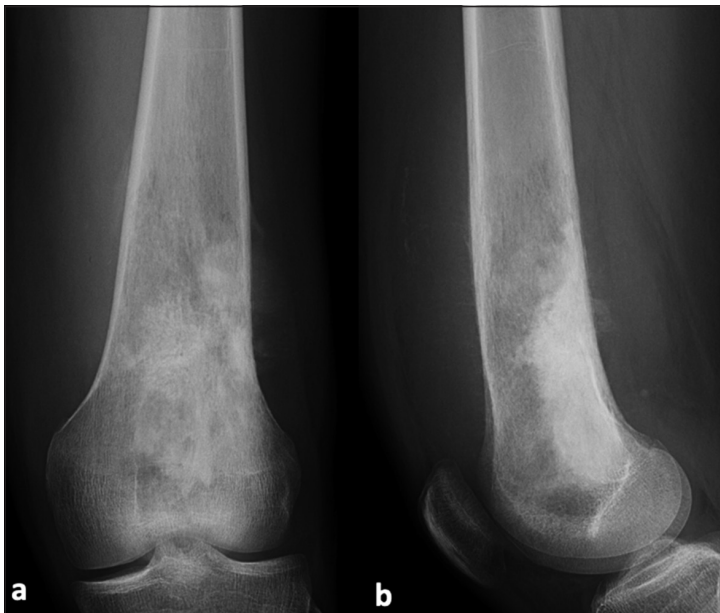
Porción de una radiografía de fémur izquierdo, en proyecciones anteroposterior (a) y lateral (b). Edad del paciente: 18 años. Localización de la lesión ósea: en el eje mayor del hueso está en la diáfisis distal y región metafisiaria distal del fémur, en el eje menor está en ubicación excéntrica posterolateral. Características morfológicas de la lesión: márgenes irregulares mal definidos con osteólisis (zona de transición amplia), con un patrón de mineralización de matriz osteoide, con reacción perióstica local agresiva (interrumpida, con triángulo de Codman), con signos de extensión a las partes blandas adyacentes las que están desplazadas y obliteradas. Estos hallazgos son consistentes con un osteosarcoma, confirmado en el estudio anatomopatológico.
